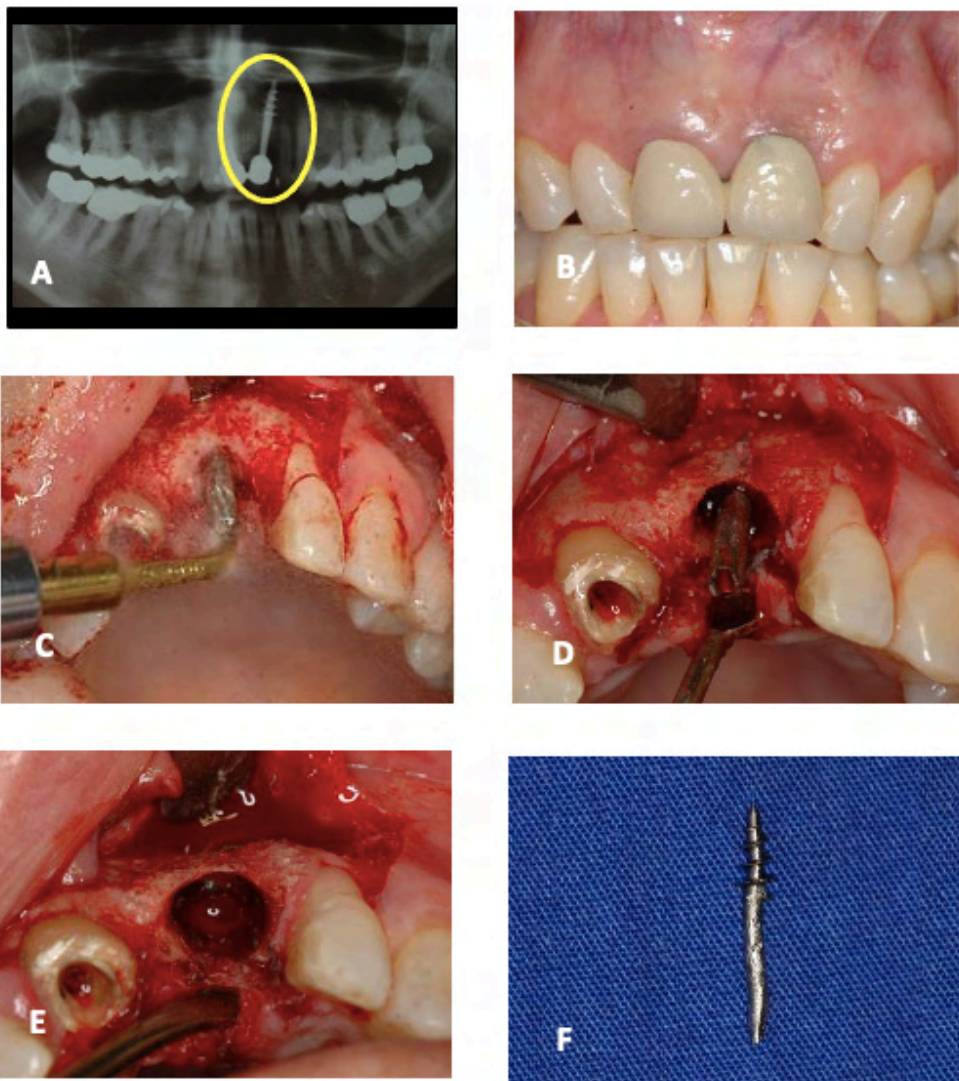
Radiografia panorâmica apontando implante com extensão exagerada (A). Caso clínico inicial (B). Remoção das coroas. Incisão tipo envelope e rebatimento de retalho na região anterior. Osteotomia com ponta EX1 (C). Remoção do implante (D). Vista do alvéolo após a remoção do implante (E). Aspecto do implante removido (F).
